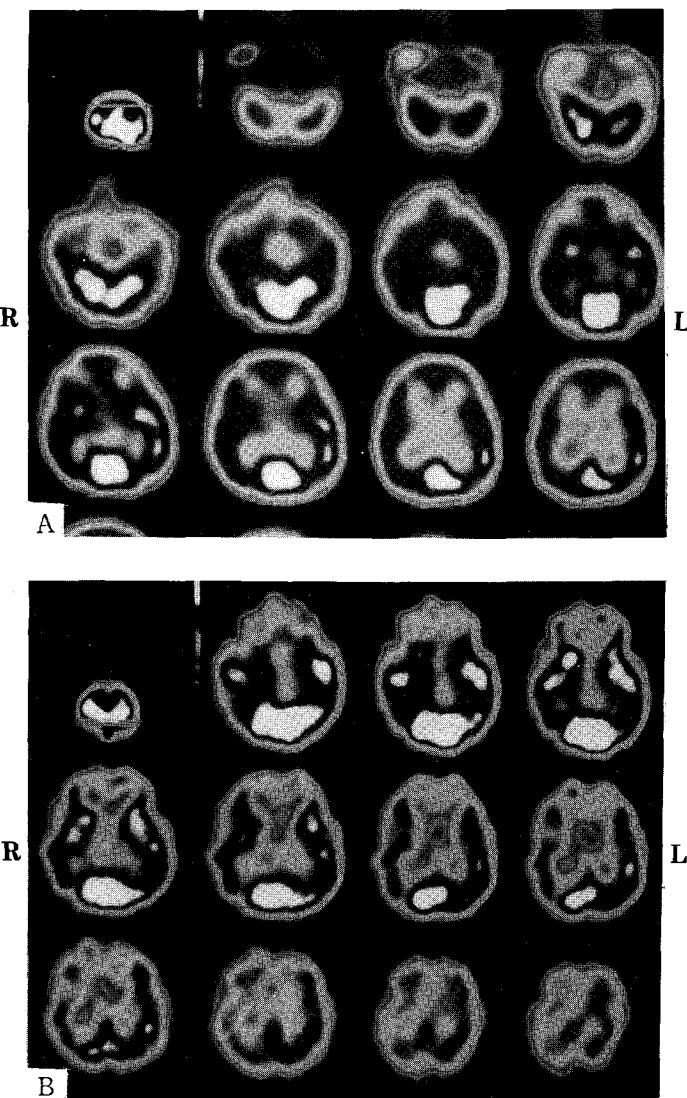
Tc-99m HMPAO brain SPECT in normal control and patients with organic mental disorder(transverse view), A-Normal, B-Patients with OMD: diffuse decreased perfusion on both frontal lobe is noted. MRI finding was normal.
